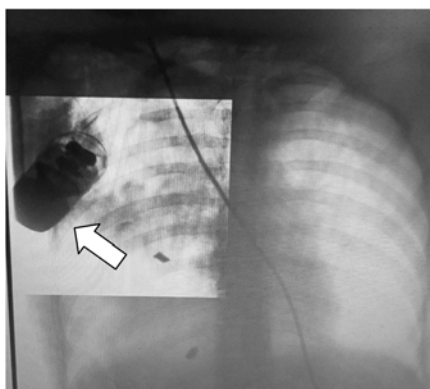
Обзорная рентгенограмма органов грудной клетки, стрелкой указан неразорвавшийся боеприпас
